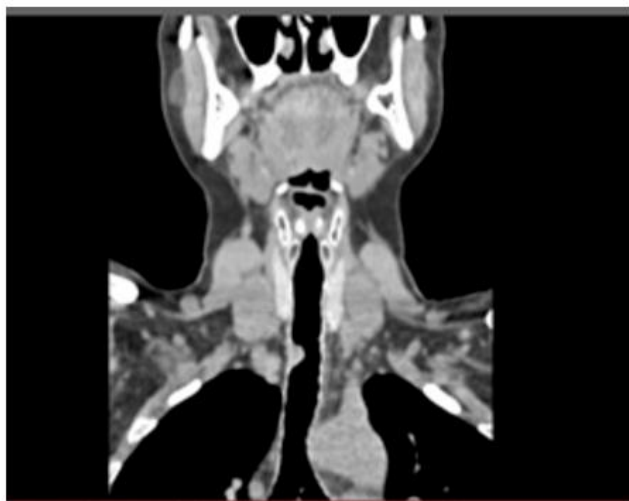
Компьютерная томограмма больной К. Стеноз грудного отдела трахеи
